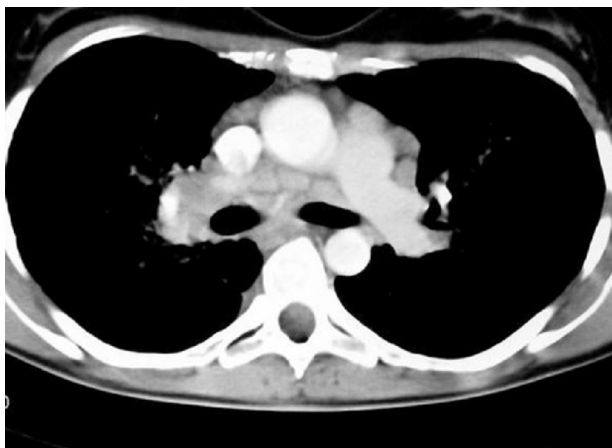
TAC de tórax con adenopatías hiliares bilaterales sin compromiso parenquimatoso.
